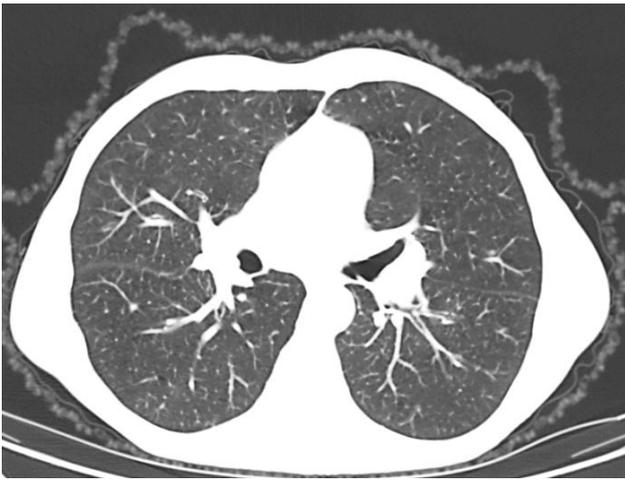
СКТ ОГК больного К. от 30.11.20
